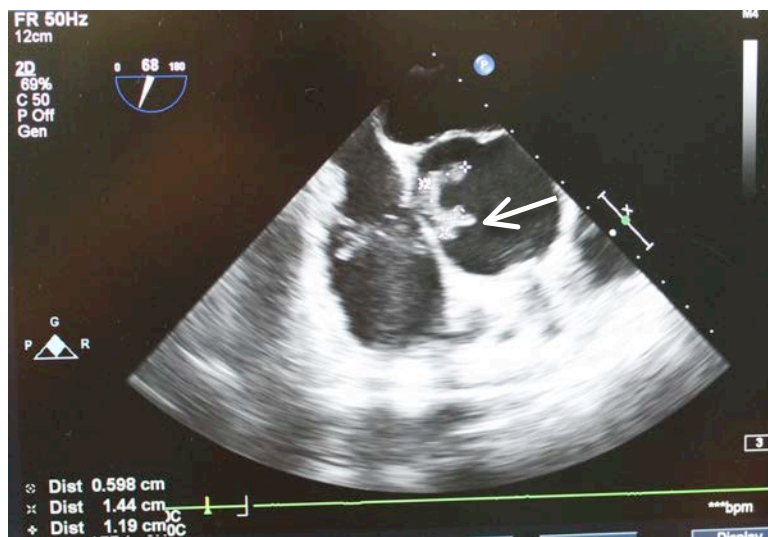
Транспищеводная эхокардиография: протезный эндокардит с вегетациями (отмечены стрелкой).
